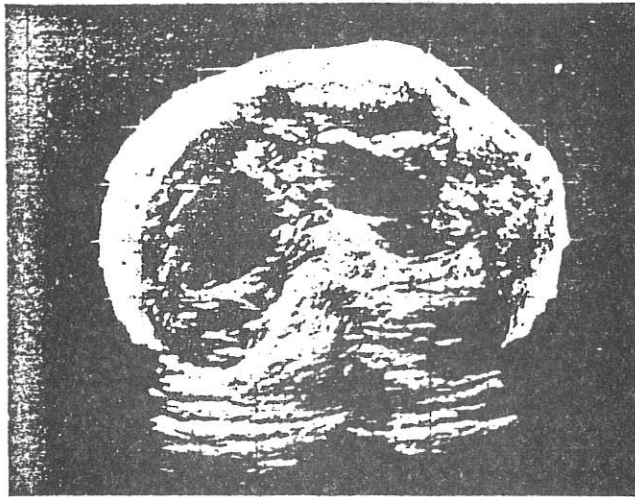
Le diagnostic médical est une des applications de l'échographie. Chez ce patient dont le foie était très volumineux cette technique a révélé à l'intérieur de celui-ci de nombreuses images de kystes.
